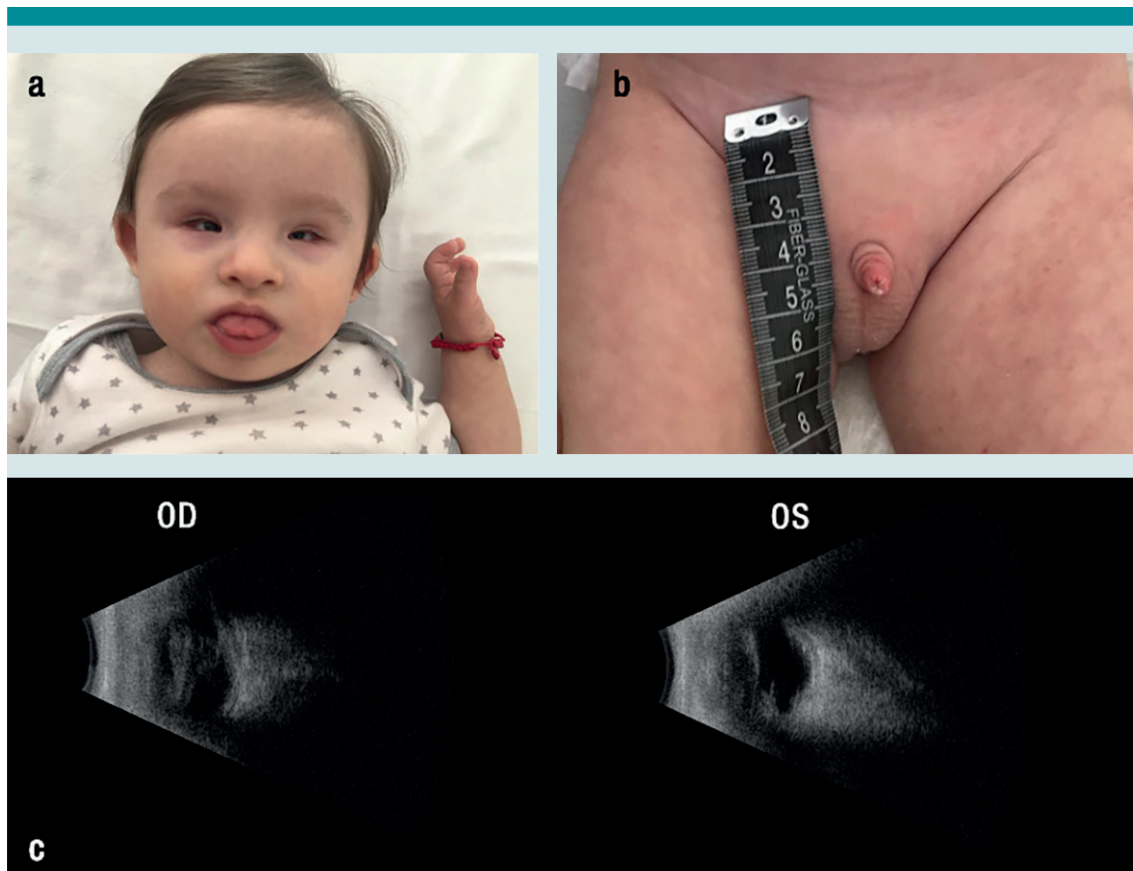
Características clínicas del paciente. A) Fisuras palpebrales ascendentes, cara aplanada, epicanto, puente nasal ancho, ojos pequeños con endotropía bilateral y lengua protruida. B) Micropene de 10 mm de longitud ($Z = -6,25$). C) La ecografía ocular muestra una longitud axial anteroposterior de 13,80 mm en el ojo derecho (OD) y 11,12 mm en el ojo izquierdo (OS). La longitud axial normal para la edad es de $19,2 \pm 0,7$. El paciente cuenta con un desprendimiento de retina en ambos ojos.
